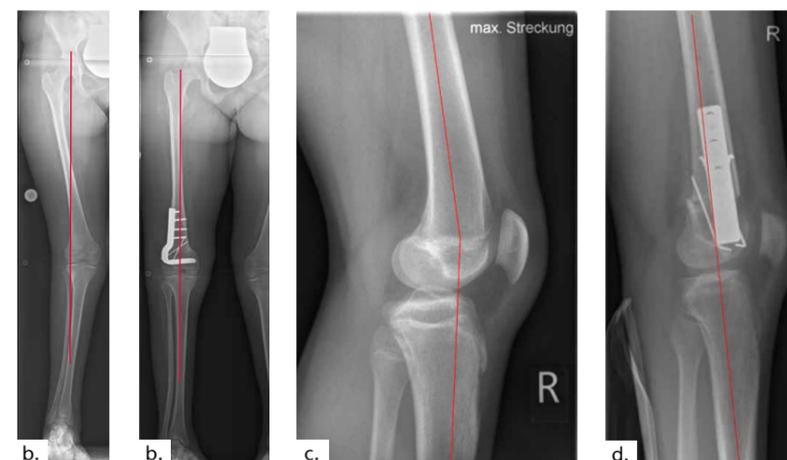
Korrektur eines Genu valgum mit Kniebeugekontraktur mittels suprakondylärer extendierender, varisierender Osteotomie; a) Röntgenbild der Front des gesamten Beins vor und b) nach dem Eingriff; c) seitliche Detailansicht des Knies vor und d) nach dem Eingriff.
